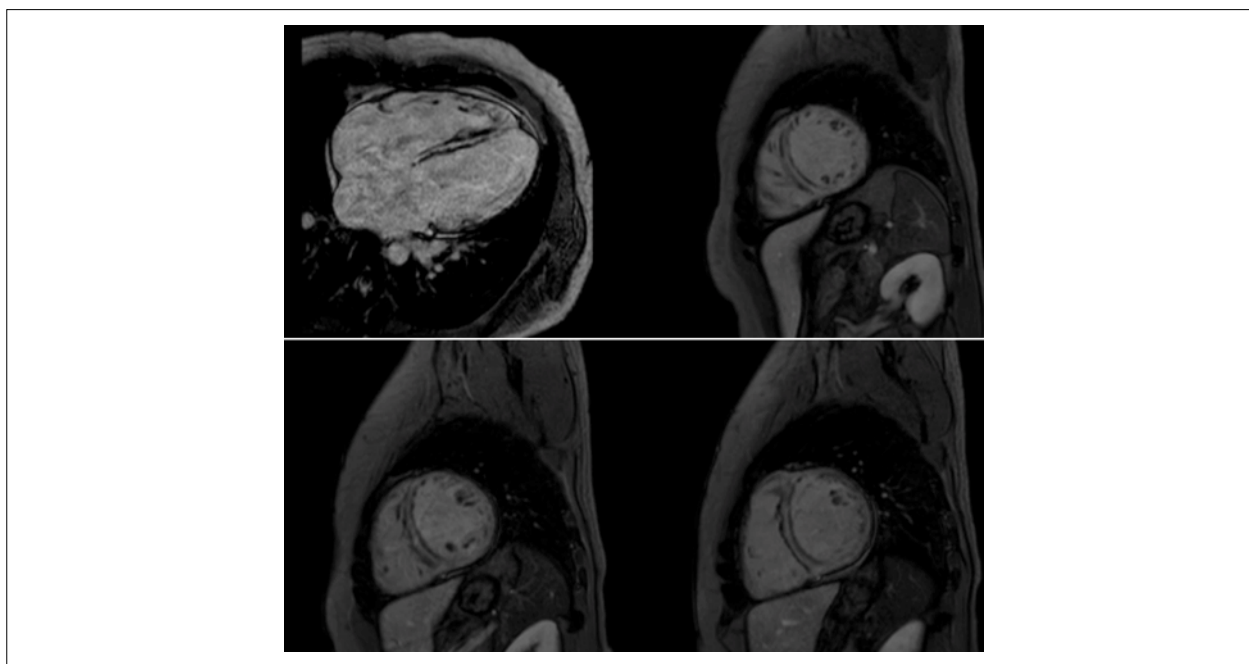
Ressonância magnética do coração mostrando extensa e difusa área de fibrose no mesocárdio.
